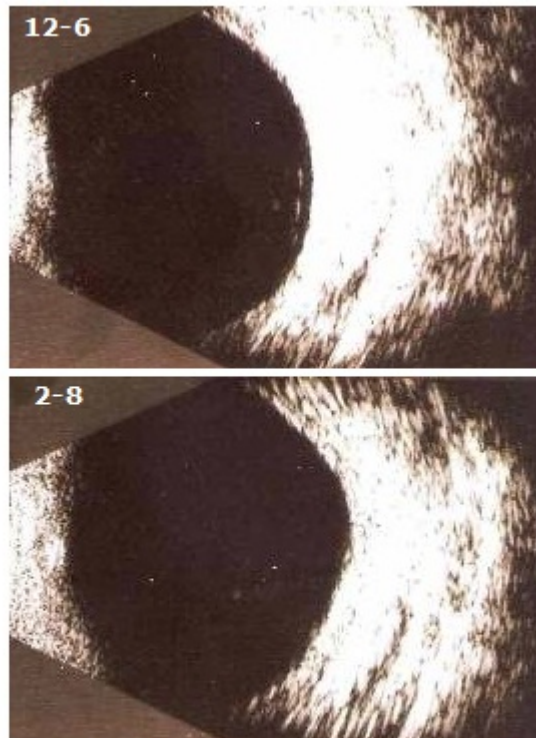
Ultrasonido modo B corte transversal en los meridianos 12-6 y 2-8. Al año del tratamiento se observa 1,9 mm de altura.
